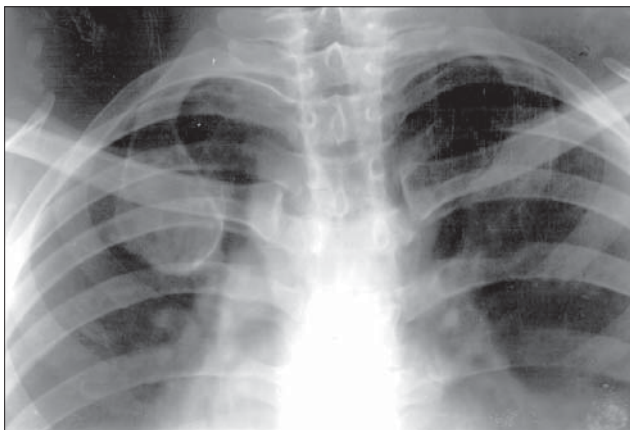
Spina ventroza. Radiografie toracică PA detaliu. La nivelul arcului anterior al coastei I în dreapta se constată o zonă de osteoliză centrală înconjurată de o importantă reacție periostală.
